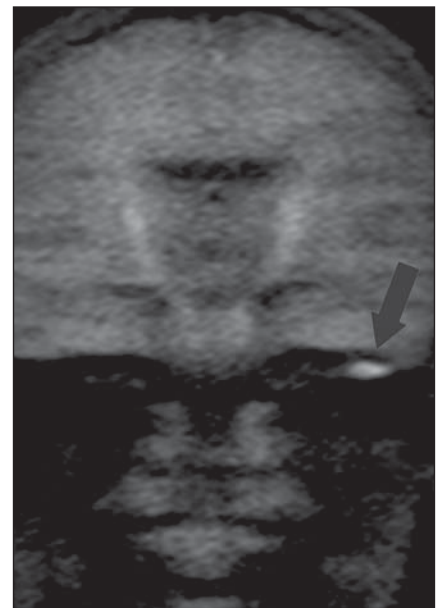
RM plano coronal, sequência difusão HASTE (sem *echo-planar*). Observar restrição à difusão em colesteatoma residual à esquerda (seta).
